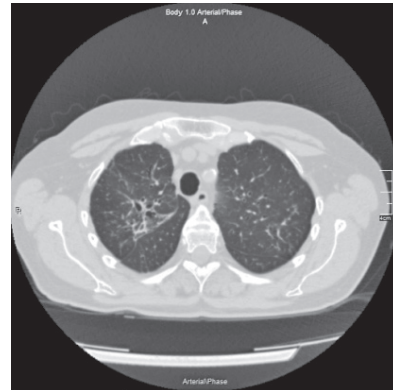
Аксіальний зріз КТ ОГК пацієнтки Х. через 2 роки від початку лікування в ННЦ ФПА НАМНУ
